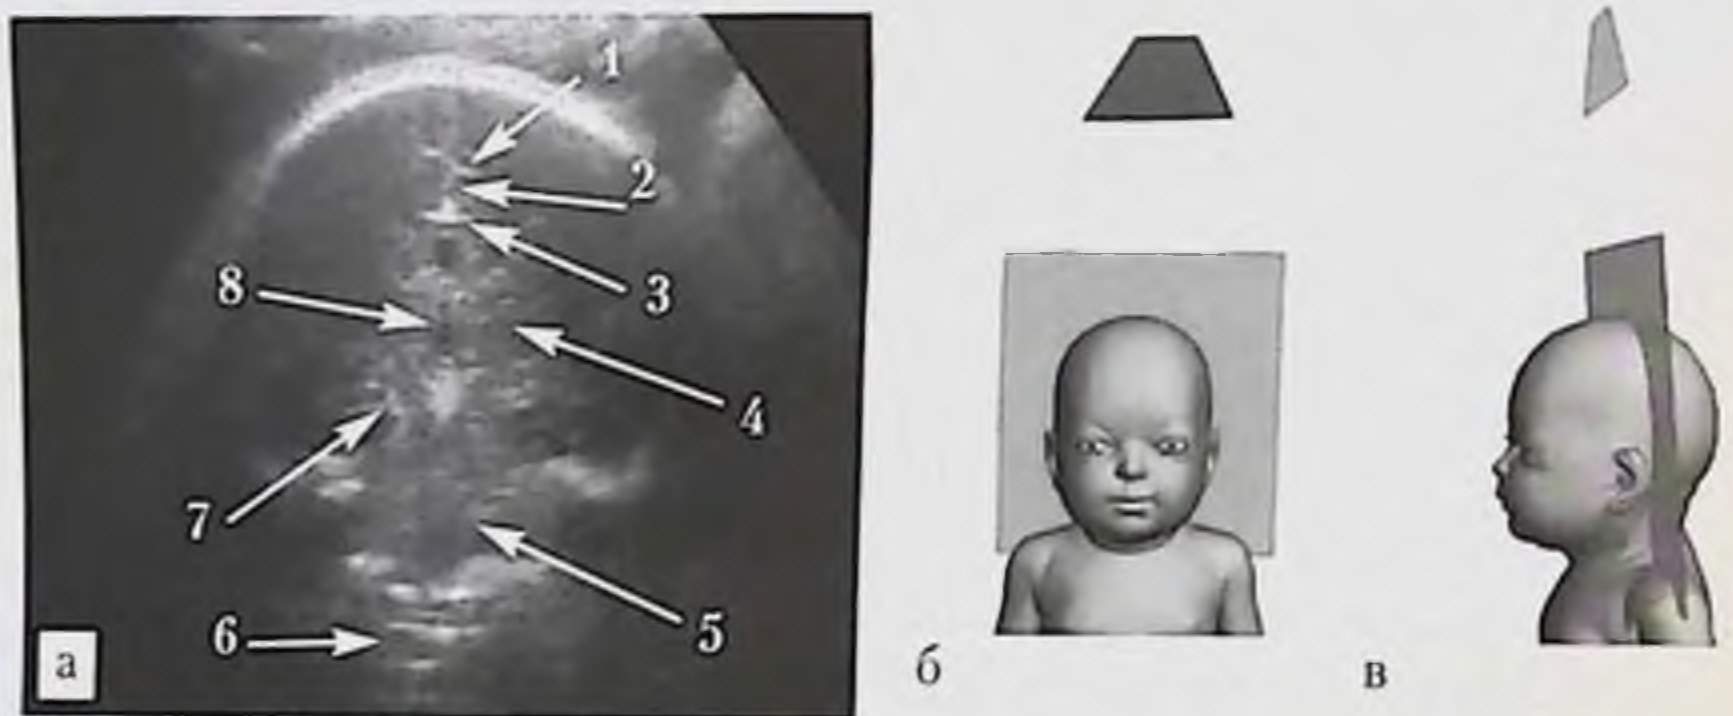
УЗИ головы плода, венечная плоскость через передние рога боковых желудочков: *а* — эхограмма головы плода в 22 нед гестации (трансабдоминальный доступ со стороны левой теменной кости): 1 — конвексимальная цистерна, 2 — серп, 3 — парамедианная линия, 4 — мозолистое тело, 5 — чечевицеобразное ядро, 6 — полость прозрачной перегородки, 7 — хвостатое ядро, 8 — открытая островковая доля, 9 — лобный рог правого бокового желудочка; *б, в* — схемы расположения датчика, головы плода и ориентации плоскости сканирования.
